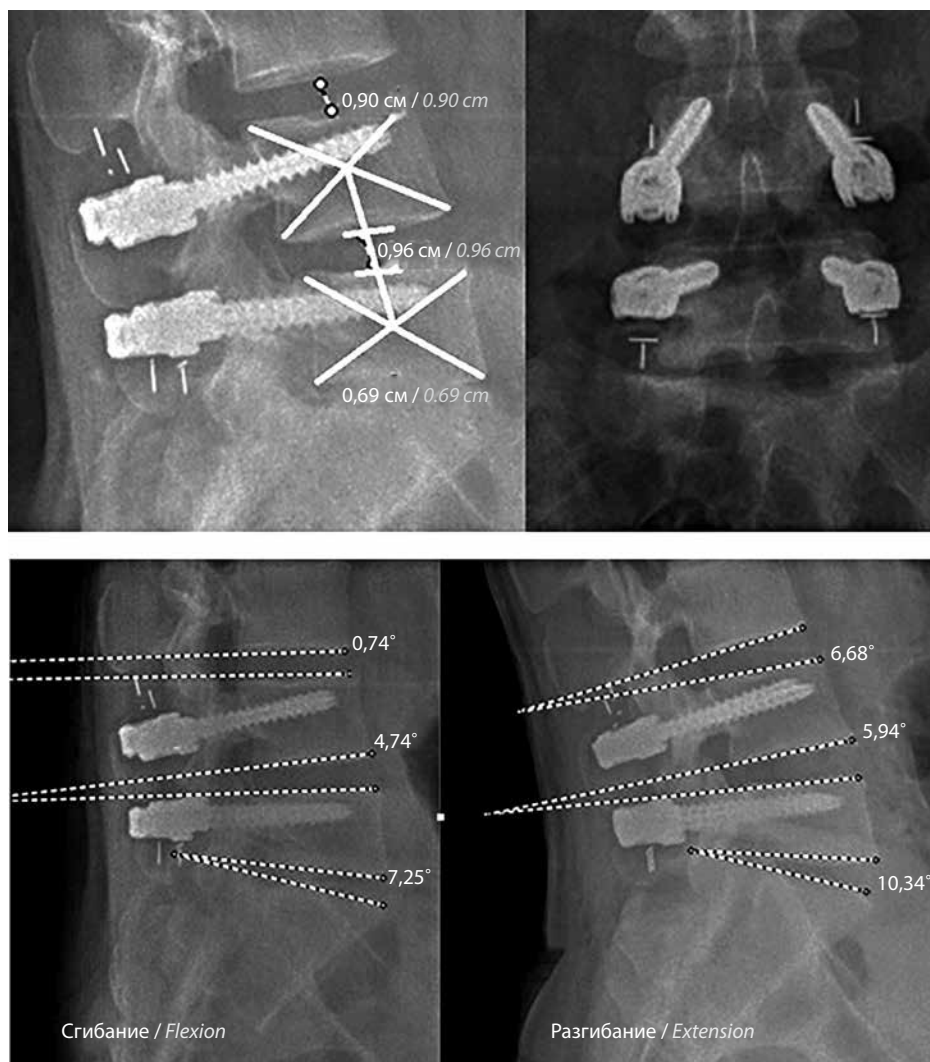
Рентгенография поясничного отдела позвоночника во время функциональных проб через 12 мес после оперативного лечения
